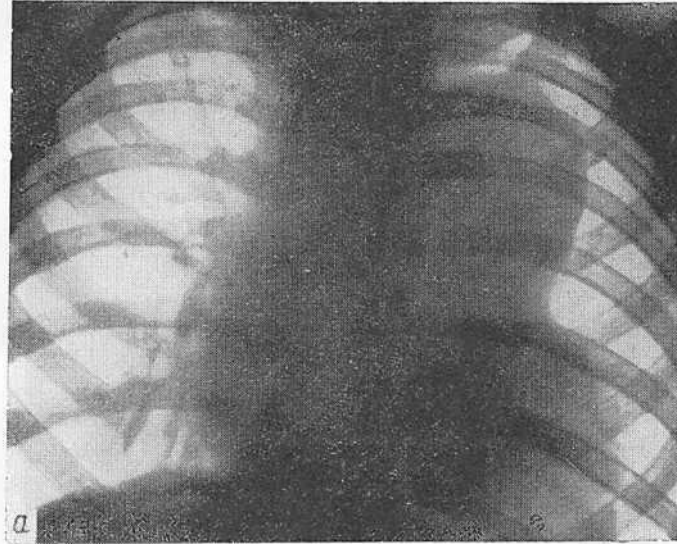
Рентгенограмма грудной клетки ребенка 2 лет 3 месяцев в передней (а) и боковой (б) проекции.
